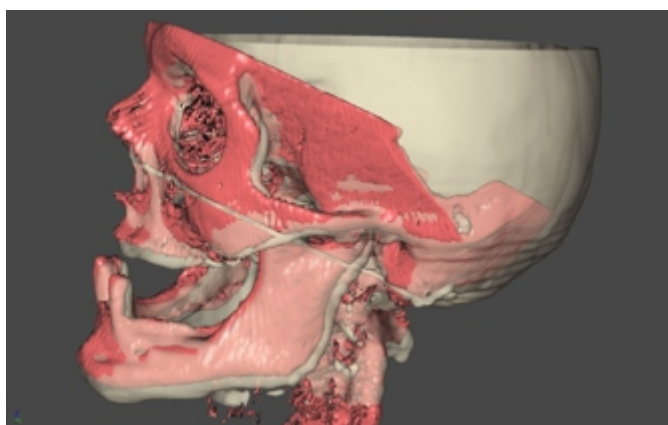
3D-CT comparison of the jaw before and after surgery - left side.
